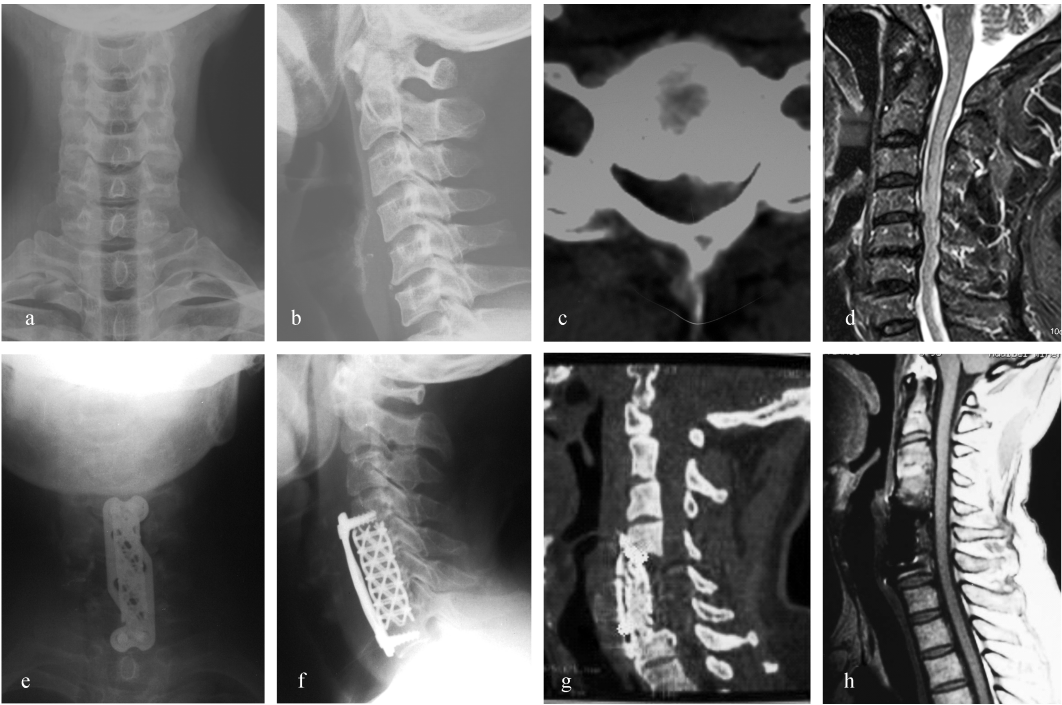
典型病例照片 刘 XX,50 岁,三节段合并后纵韧带骨化型颈椎病,采用 C5、6 次全切除钛网植骨钛板固定术。a,b:术前 X 线片示颈椎退变,生理曲度变直,间隙狭窄;c:CT 片示后纵韧带骨化并椎管狭窄;d: MRI 片示 C4/5、C5/6、C6/7 间盘突出并脊髓受压;;e,f:术后 X 线片示内固定位置良好,颈曲恢复;g:矢状面 CT 示骨化的后纵韧带切除彻底;h: MRI 片示脊髓压迫解除
